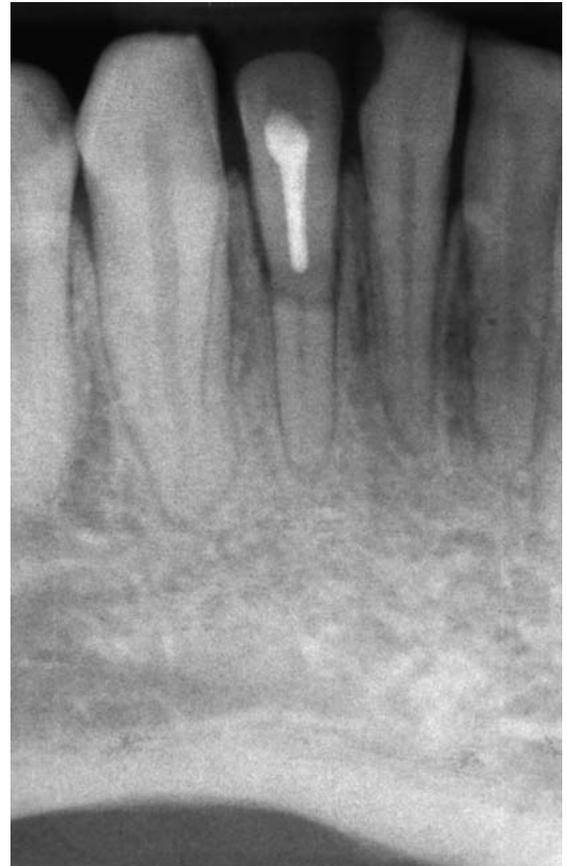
Zustand nach Wurzelkanalfüllung des koronalen Fragments. Das vitale apikale Fragment ist röntgenologisch unauffällig und bedarf keiner Therapie.
